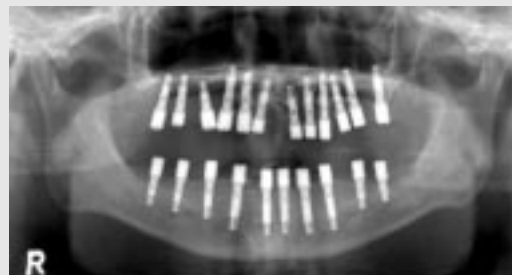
Orthopantomograph (2003년 10월)
